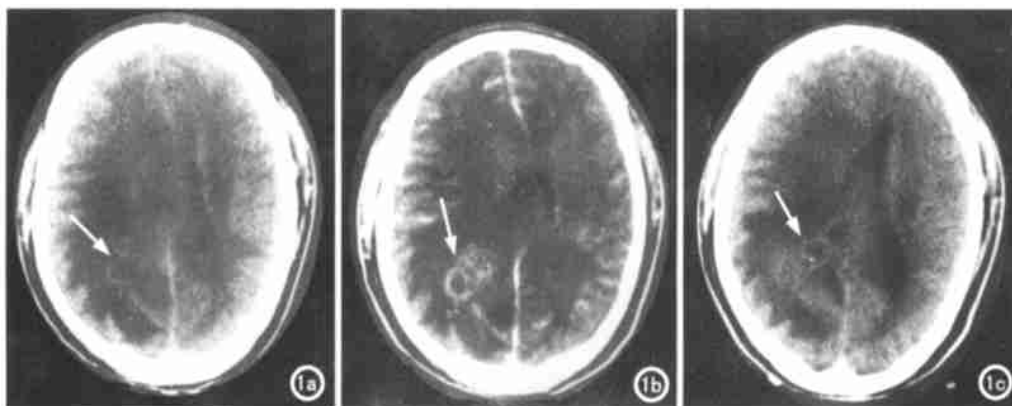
a) CT平扫示右颞、顶、枕叶大片状低密度区,内有结节状软组织密度影(箭),右侧脑室受压,中线结构左移; b) CT增强扫描示右颞、顶、枕叶见小环状、结节状强化病灶(箭),周围水肿明显,右侧脑室受压闭塞,大脑镰疝形成; c) 1周后CT平扫示右颞、顶、枕叶大片状低密度区内多个环形囊样病灶(箭)。
